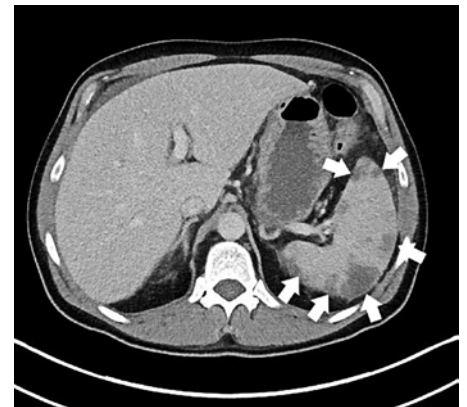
Computertomographische Aufnahme des Abdomens mit Kontrastmittel, portal-venöse Phase in axialer Schnittführung. Es sind multiple Milzinfarkte in der Peripherie bei geringer Splenomegalie (Pfeile) zu erkennen.
